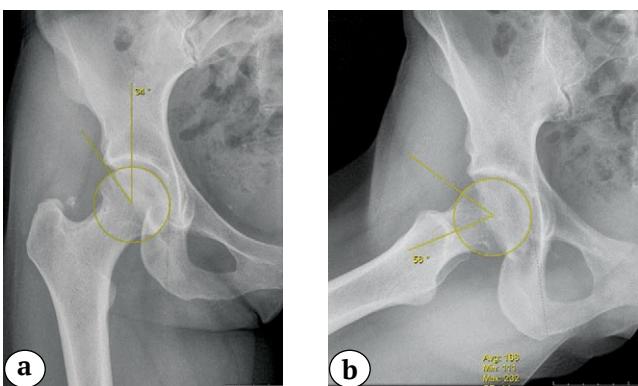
Предоперационные рентгенограммы с расчетом:
